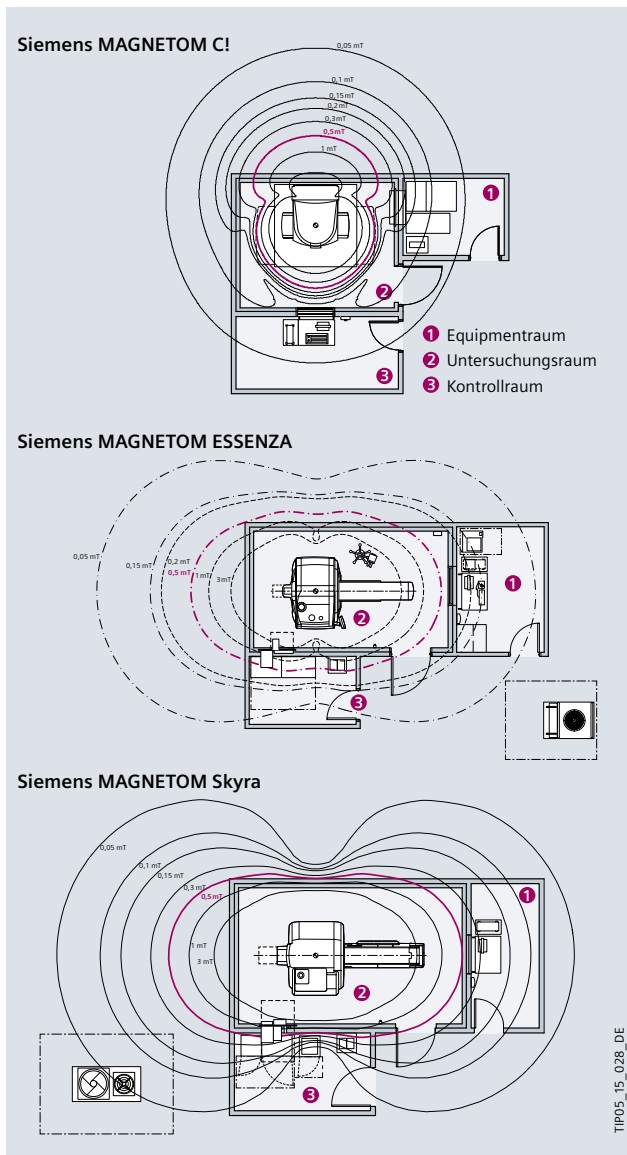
/9: Raumbedarf und Magnetfeldverteilung für unterschiedliche MRI-Aufnahmegерäte
